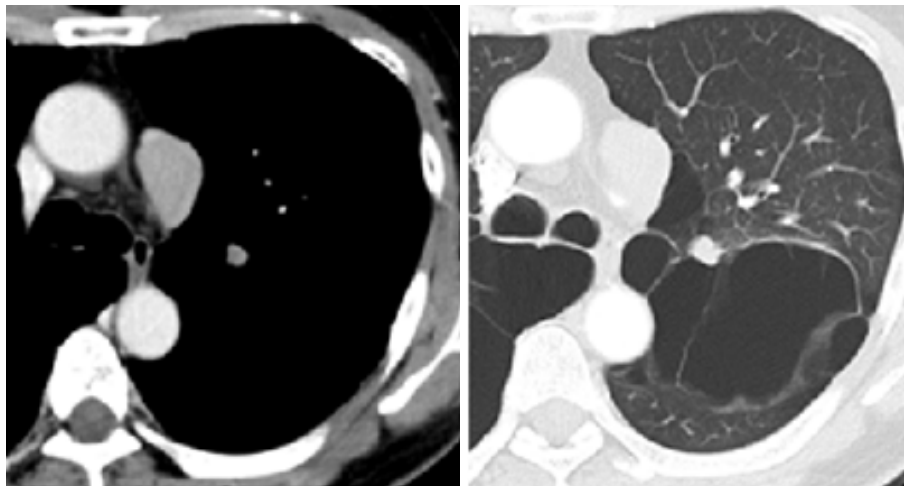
Chest CT revealed a more enlarged mediastinal lymph node and the appearance of a new nodule in S¹⁺² of the left lung.
